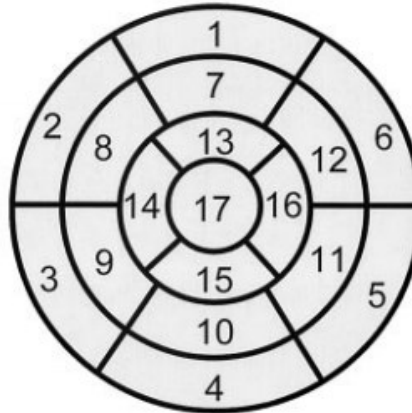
CT srdce, zobrazen výběr tří rovin krátké osy pro 17 segmentový model srdce.
